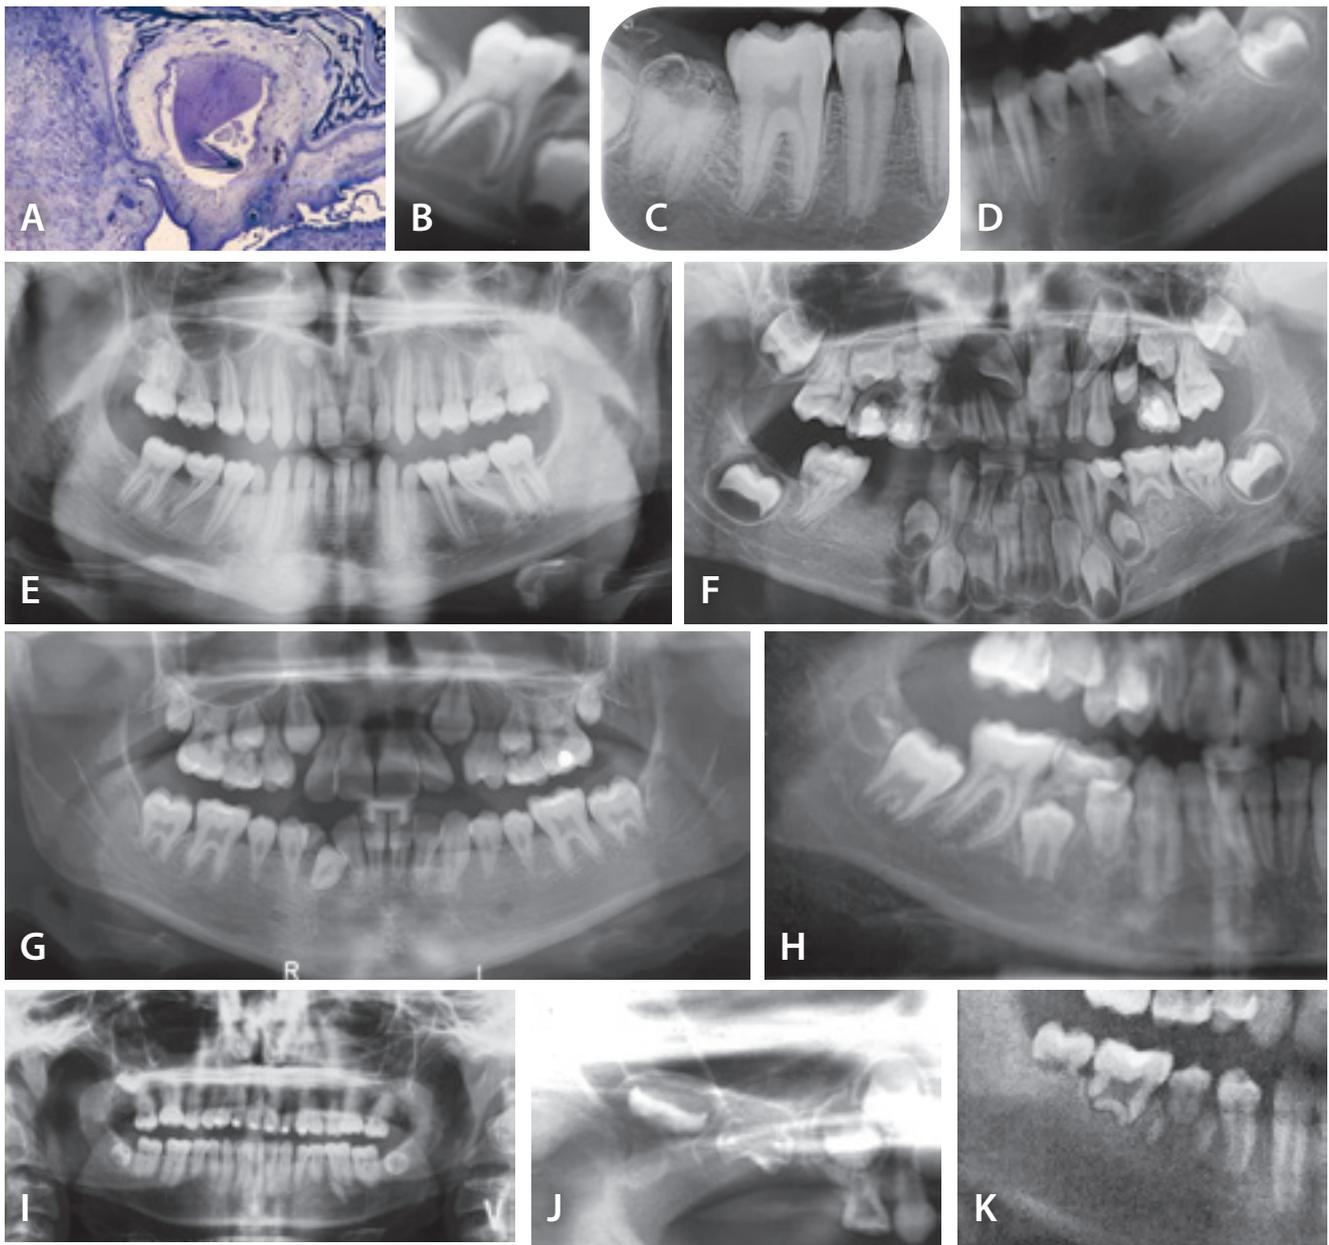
A. Dysrunderet tandanlæg forårsaget af maternel virusinfektion. B. Afgvigende pulpaforløb i første molar hos barn med født alkoholsyndrom. C. Røntgenbillede af anden mandibulære molar, før tanden har penetreret gingiva. Tandens krone er dysrunderet pga. resorption fra kronefolliklen gennem emaljedækt. Tilstanden hedder prepenetrativ intrakoronar resorption. D. Dysrunderet roddannelse i mandiblens venstre side pga. virusangreb i molar- og præmolarer i 2-3-årsalderen. Hjørnetand og tredjemolar er tilsyneladende uanfægtet. E, F, G. Ortopantomogrammer, der viser, hvordan cancerbehandling ved kemoterapi og stråling på forskellige tidspunkter kan dysrunderet krone- og roddannelsen. Bemærk, hvordan tidlig behandling påvirker roddannelse på den distale rod af førstemolar (E og F). H. Røntgenbillede af barn behandlet hormonelt for alvorlig astma. Man må formode, at roddannelsen på præmolarerne er dysrunderet pga. den hormonelle behandling. I. Ortopantomogram fra patient, der igennem en længere årrække (3-17 år) er medicinsk behandlet for epilepsi. Om dette er årsag til røddernes morfologi, vides ikke. J. Røntgenbillede fra patient, der tidligt i barndommen blev opereret i højre øre. Misdannelse og forsinket tanddannelse observeres. K. Røntgenbillede af patient, der i 1½-årsalderen blev opereret for at få fjernet kaktusnåle i højre side af ansigtet. Tandmisdannelser på molarer og andenpræmolar forhindrede tilsyneladende ikke et normalt frembrud.
